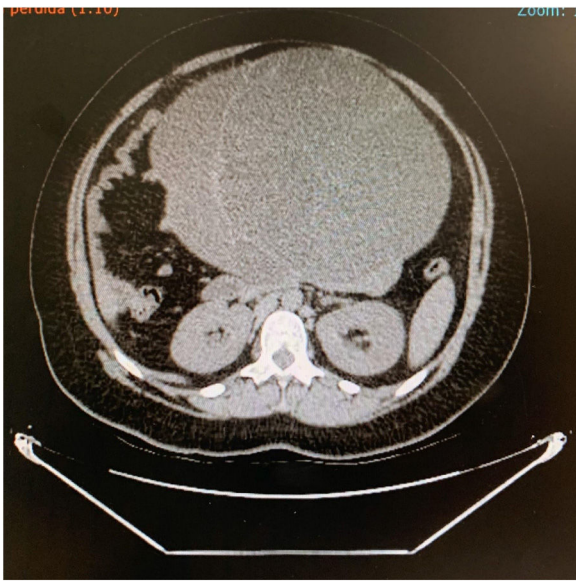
TAC abdominopélvica.
